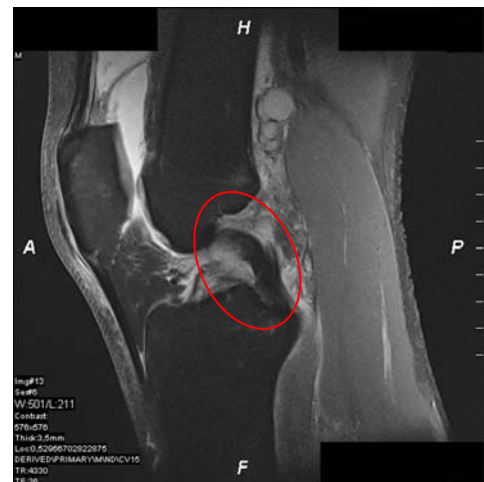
MRT – hintere Kreuzbandruptur
